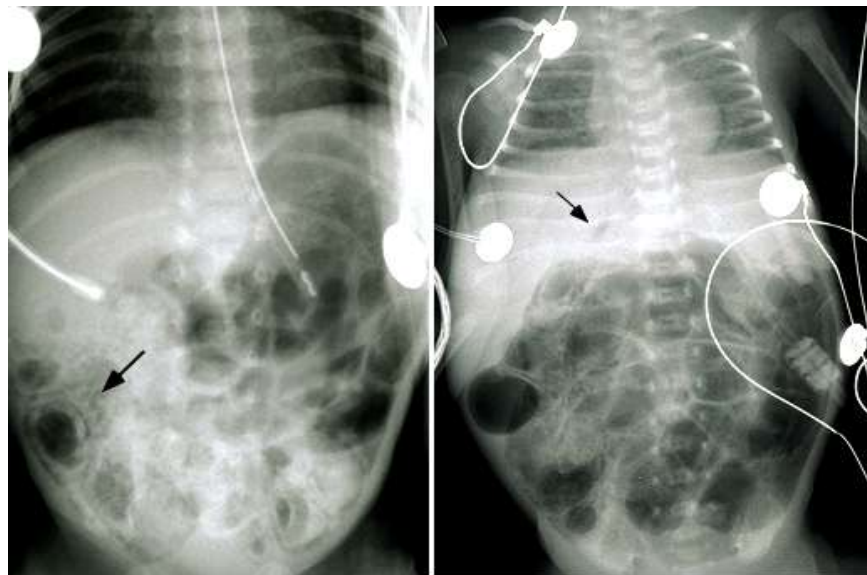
Radiografías simples de abdomen en Prematuro con ECN
